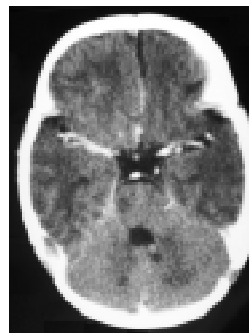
Tomografía axial computarizada cerebral con leve hipodensidad temporo-parietal bilateral.
